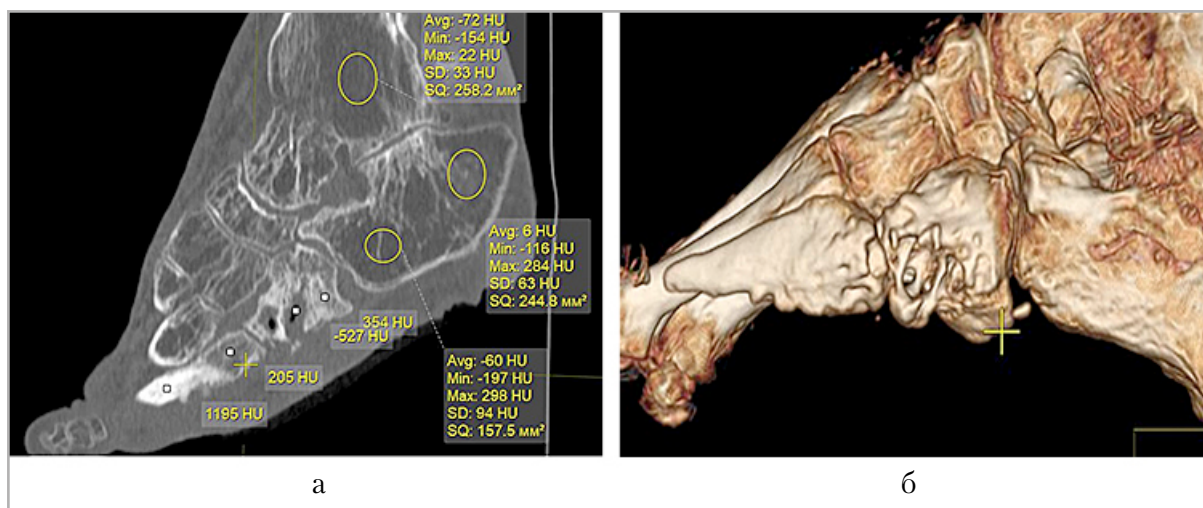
МСКТ голеностопного сустава и стопы больного Б., 60 лет. Нейрогенная артропатия (травма поясничного отдела позвоночника). МРР в сагиттальной плоскости, анкилоз голеностопного сустава, остеопороз костей стопы, изменение формы и уплотнение дистального конца V плюсневой кости (а). VRT, заостренный дистальный конец V плюсневой кости и деструкция кубовидной (б)
